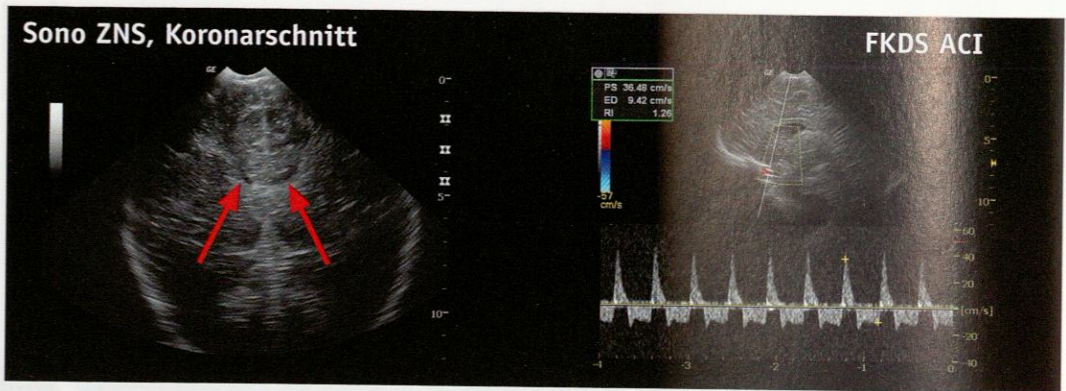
Bedside-Sonographie bei akuter Verschlechterung der Klinik. Die Seitenventrikel sind komprimiert (Pfeile). Reversed flow in der ACI
